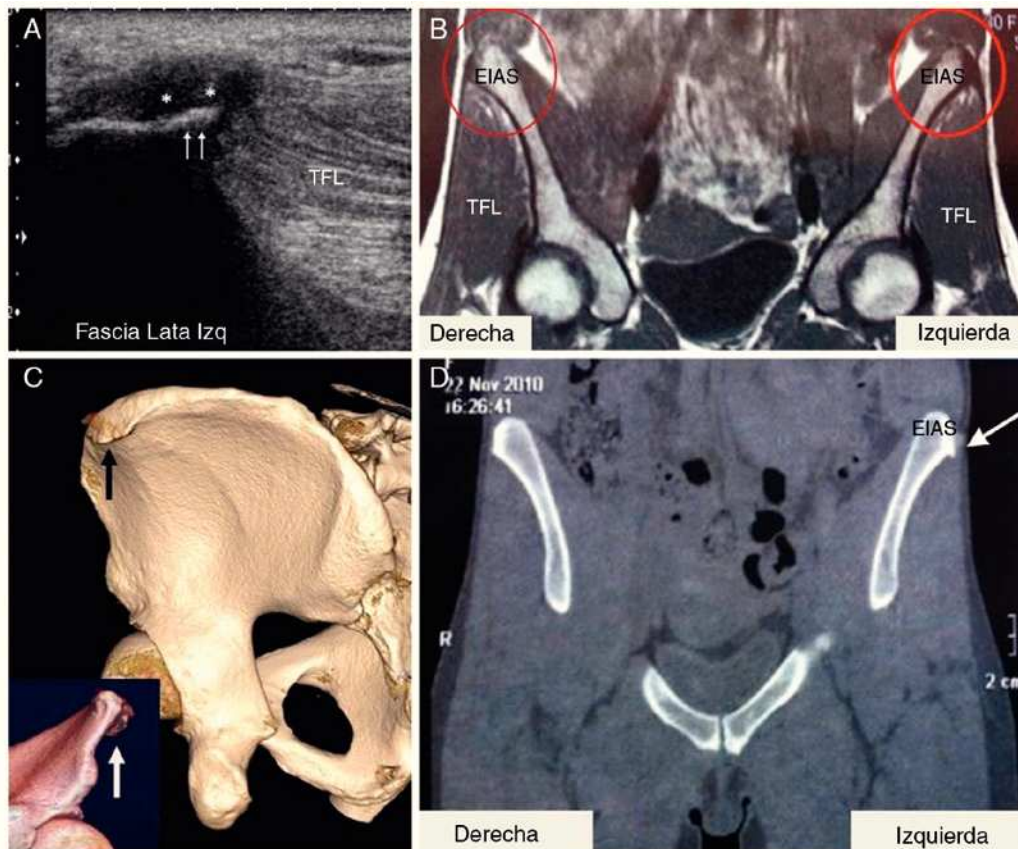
Tennista femenina professional de 28 anys. Entesopatia del tensor de la fàscia lata (TFL) bilateral de predomini esquerre. A) Estudi ecogràfic en l'eix llarg a nivell de l'espina ilíaca anteriosuperior (EIAS): 5 mm de gruix del TFL. B) Estudi d'RM a nivell de l'EIAS. Tall coronal a T1. Cercles: alteració del senyal a l'origen del TFL. C) Tomografia axial: reconstrucció tridimensional del costat esquerre. Fletxa: osteòfit de l'EIAS per tracció del TFL. D) Estudi d'escàner ossi a nivell d'ambdues EIAS. Tomografia axial en el pla coronal. Fletxa: osteòfit de l'EIAS per tracció del TFL.
